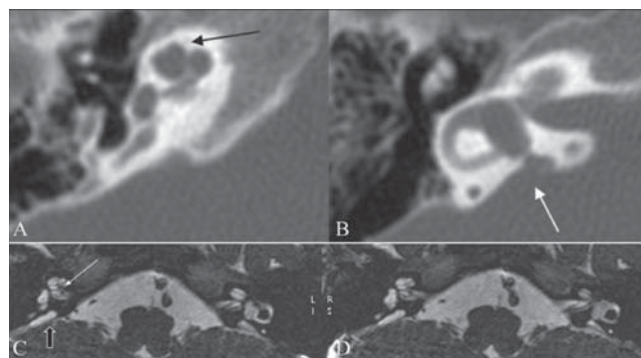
КТ височной кости с аномалией Мондини.
